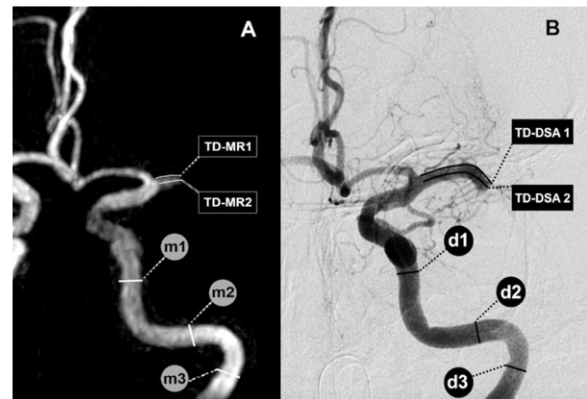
Méthode pour évaluer quantitativement la migration du thrombus avant la thrombectomie. A : Time Of Flight (TOF), vue coronale en MIP, diagnostic d'AVC avant thrombectomie mécanique, traité par thrombolyse intraveineuse B : Artériographie (DSA), vue coronale, juste avant la thrombectomie. Méthode : avec l'outil curviligne, la distance entre l'origine de l'artère cérébrale moyenne (TD) et l'origine du thrombus est mesurée en TOF et en DSA. Trois diamètres de l'artère carotide interne sont mesurés pour convertir les pixels de la DSA en millimètres, et l'on obtient un ratio (R) de conversion pour TD ($R = (m1/d1 + m2/d2 + m3/d3)/3$). Exemple : TD-MRI moyenne = 4,90 mm ; on calcule TD-DSA = 16,93 mm grâce au ratio R, soit $\Delta TD = 12,03$ mm, ce qui confirme la migration suspectée visuellement.
